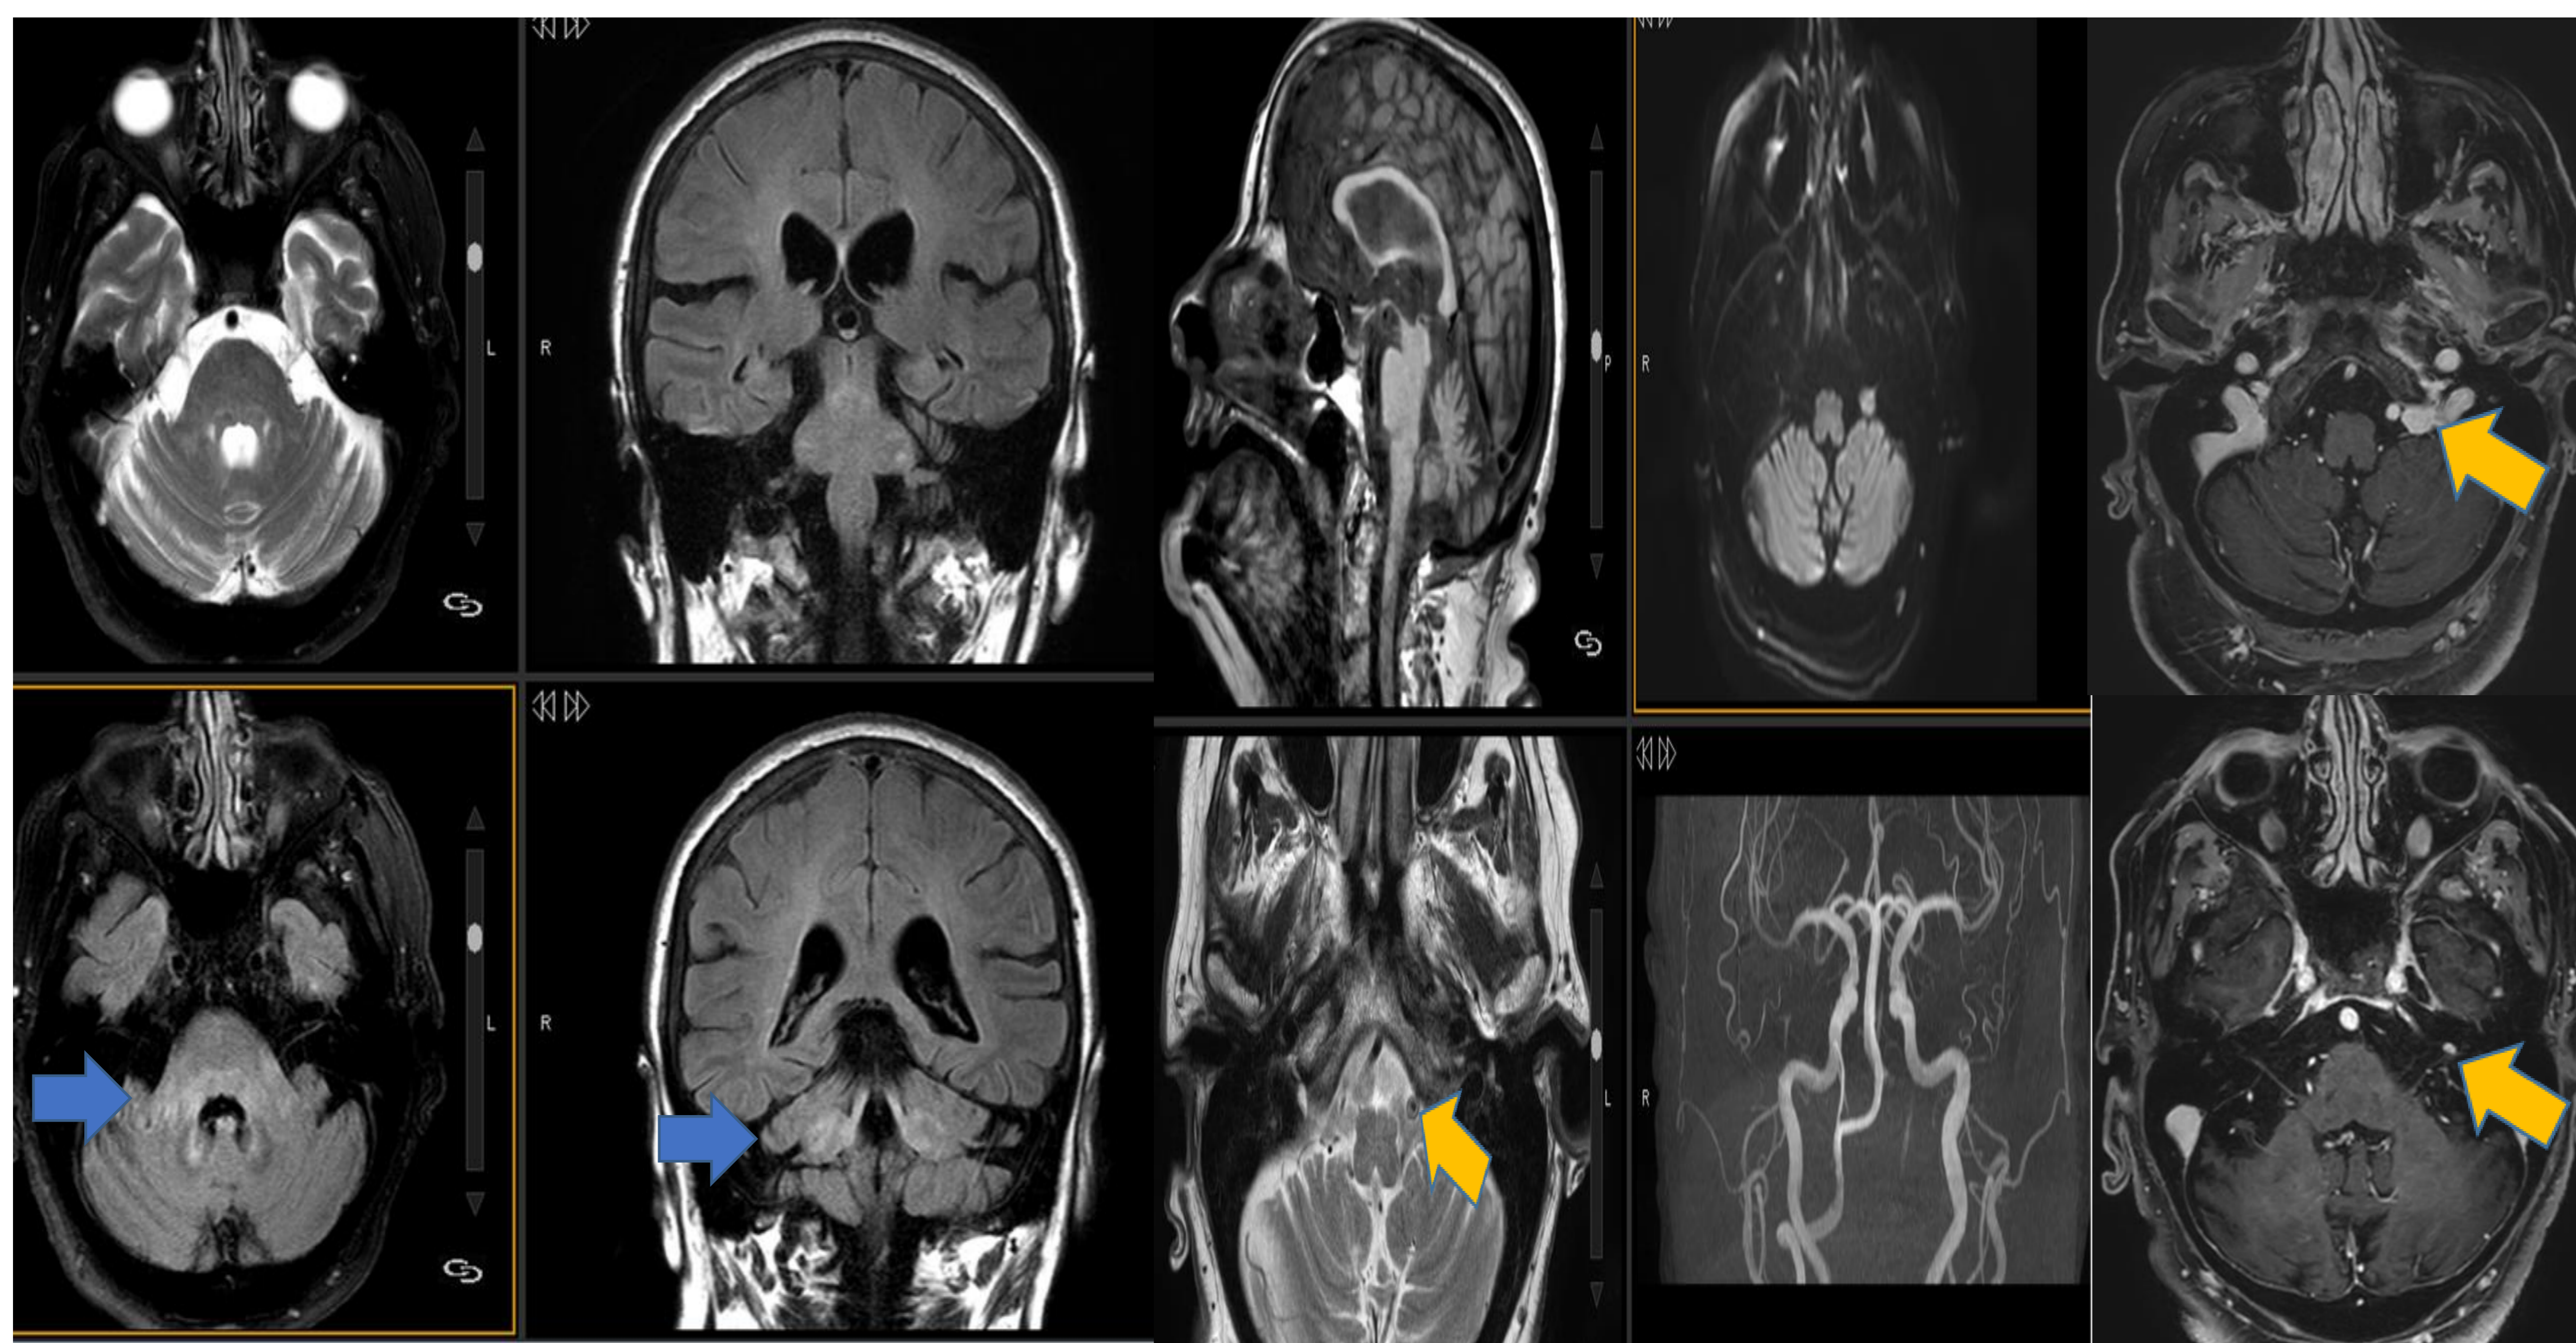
Paciente diagnosticado de Erdheim Chester. 1. Pequeña tumoración extra-axial adyacente al foramen yugular izquierdo: bordes bien definidos, señal isoíntensa a la corteza en T1, hiperintensa en T2/FLAIR, sin restricción en difusión y con intenso realce homogéneo tras la administración de contraste. Compatible con: meningioma vs lesión en relación a Erdheim Chester. 2. Pequeña tumoración intracanalicular en el CAI izquierdo: intenso realce nodular de contraste. Compatible con schwannoma vestibular vs lesión en relación a su enfermedad.
